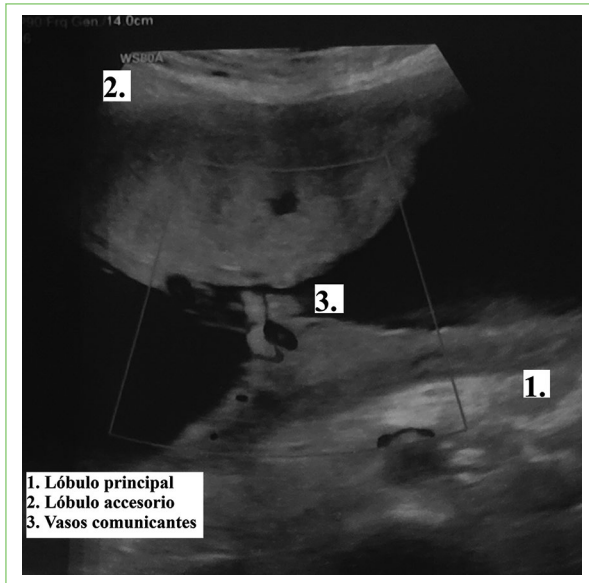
Ecografía transabdominal realizada a las 26 + 6 semanas donde se observa placenta con lóbulo accesorio por cara anterior conectada por vasos arteriovenosos al Doppler.
